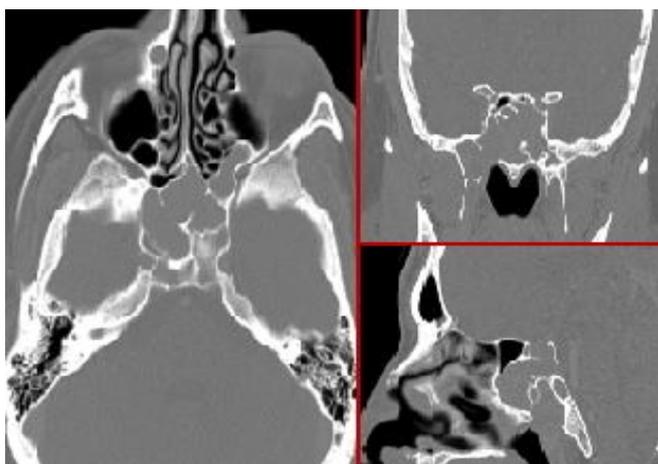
Imágenes de TC: cortes axial, coronal y sagital.
